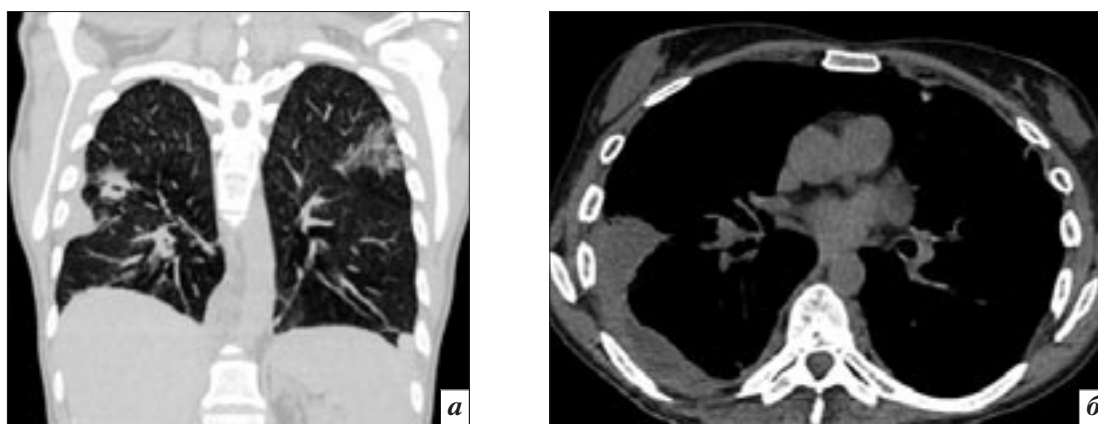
Компьютерные томограммы пациента Г., 36 лет (CD4 180 кл/мкл). На представленных сканах КТ легких (*а* – коронарная реконструкция, «легочное окно»; *б* – аксиальная проекция, «мягкотканое окно») на фоне двустороннего усиления легочного рисунка за счет интерстициального компонента с мелкоочаговой диссеминацией по ходу бронхолегочного рисунка определяются участок альвеолярной инфильтрации в S6 правого легкого с зоной пиогенной деструкции и зона интерстициальной инфильтрации в S1–2 левого легкого. Правосторонний осумкованный плеврит.
